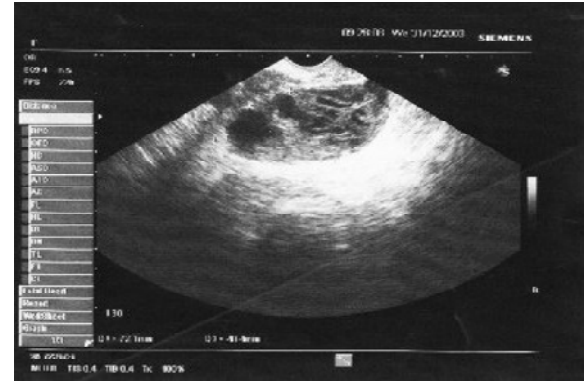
Üçüncü olgunun ultrasonografik görüntüsü.
